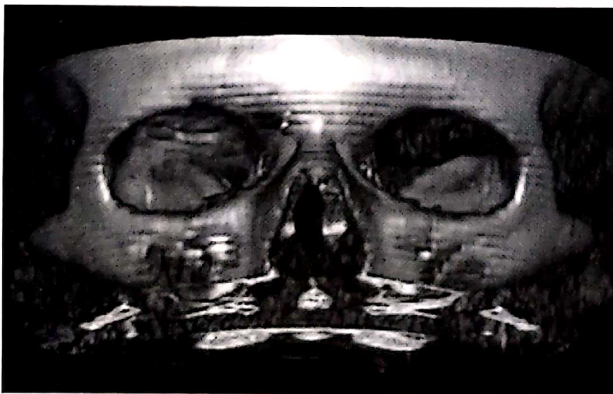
D.D., 40 ani. Hematom intraorbital retrobulbar supero-lateral OS. CT-scan 3D Osirix, 3.3 platforma Macintosh.
